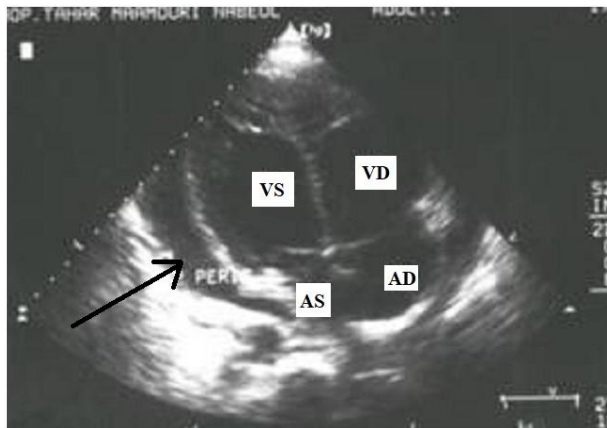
Ecocardiografia la un pacient cu leziune cardiacă penetrantă (hemopericard) [39]
